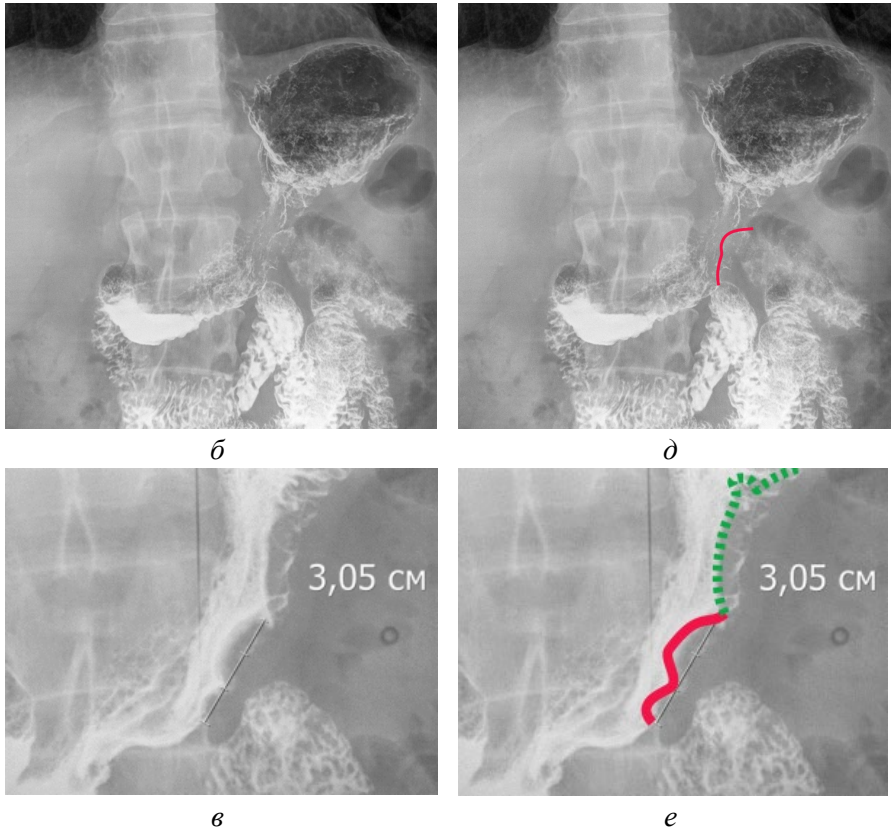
Рентгенография желудка. Инфильтративный рак тела желудка. На границе тела и синуса желудка, по передней стенке и большой кривизне выявляется краевой дефект наполнения (красная линия), который сохраняется на всех трех изображениях в отличие от перистальтической волны (зеленая линия): а – положение стоя, правая косая проекция, тугое наполнение, б – положение стоя, прямая проекция, рельеф слизистой оболочки, в – положение стоя, прямая проекция, тугое наполнение, компрессия тубусом, г – положение стоя, правая косая проекция, тугое наполнение, аннотированное изображение, д – положение стоя, прямая проекция, рельеф слизистой оболочки, аннотированное изображение, е – положение стоя, прямая проекция, тугое наполнение, компрессия тубусом, аннотированное изображение [оригинальный рисунок].
